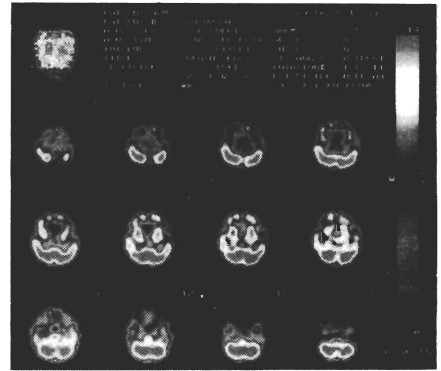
低酸素脳症後の小頭症、頭蓋縫合早期癒合傾向児への拡大形成術、術前(上段)、術後(下段)脳SPECT所見
